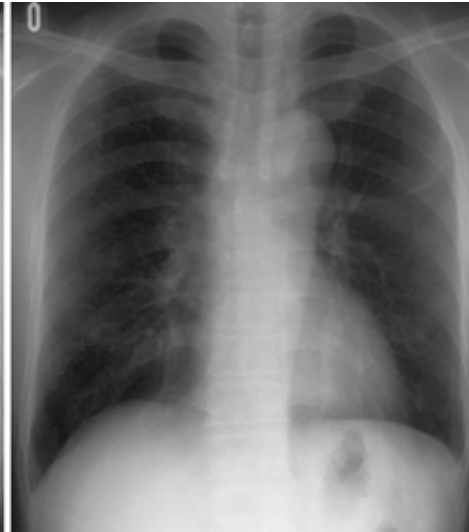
Chest radiograph taken 5 months after smoking cessation, showing disappearance of multiple nodular shadows.
